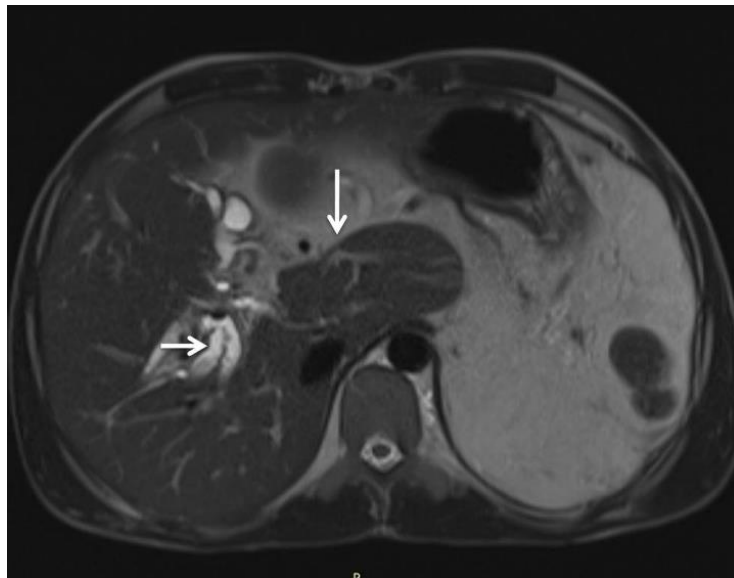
IRM abdominale avec séquence axiale pondérée en T2 montrant une hypertrophie du lobe caudé (flèche). On note également une dilatation des radicules biliaires intra-hépatiques (flèche courte) (32)
